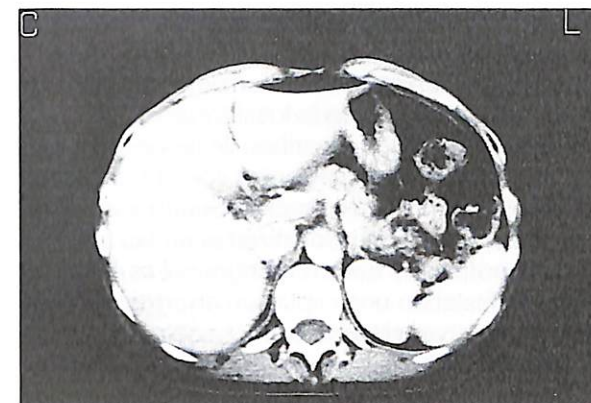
CT toracoabdominal: ausencia de hallazgos patológicos a nivel de columna vertebral dorsal y lumbar.
